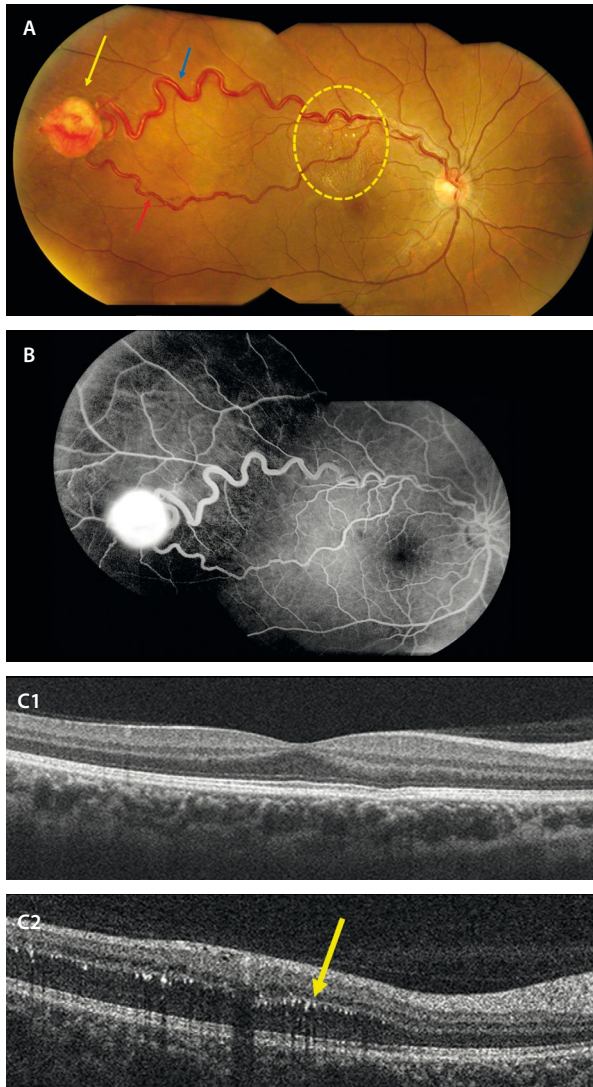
Hemangioma capilar retiniano. A) Retinografía a color donde se aprecia una lesión de aspecto endofítico rojo-anaranjada de aspecto vascular (flecha amarilla) con dos vasos nutricios (aférente, arteriolar —flecha roja— y eférente, venoso —flecha azul—). A nivel paramacular superior, aparecen signos exudativos en forma de exudados duros (círculo amarillo). B) La angiografía con fluoresceína demuestra que es una lesión hiperfluorescente. C1) Corte de la tomografía de coherencia óptica a nivel macular que descarta la presencia de exudación. C2) Corte de la tomografía de coherencia óptica donde se ven exudados duros como puntos hiperreflectivos a nivel de la capa plexiforme externa (flecha amarilla).
